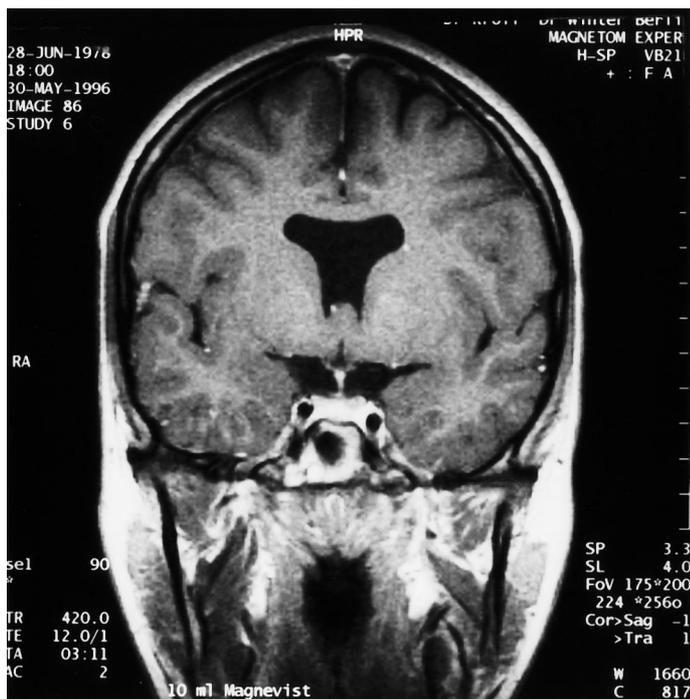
▲ Axiale kraniale Kernspintomographie mit fehlendem Septum pellucidum, Bildung eines großen, abgeflachten Ventrikels und hypoplastischen Nervi optici
